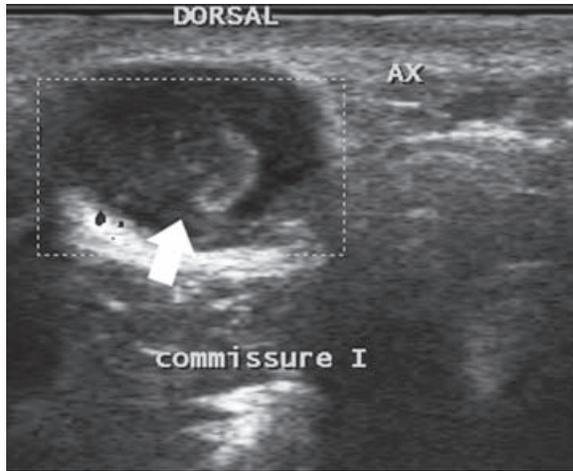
Kyste hémorragique en échographie : aspect de "grelot" échogène (flèche) correspondant à un caillot intra-kystique.
